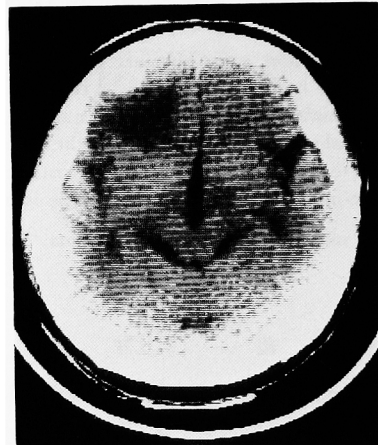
Case 4, CT scan reveals brain tumor.
